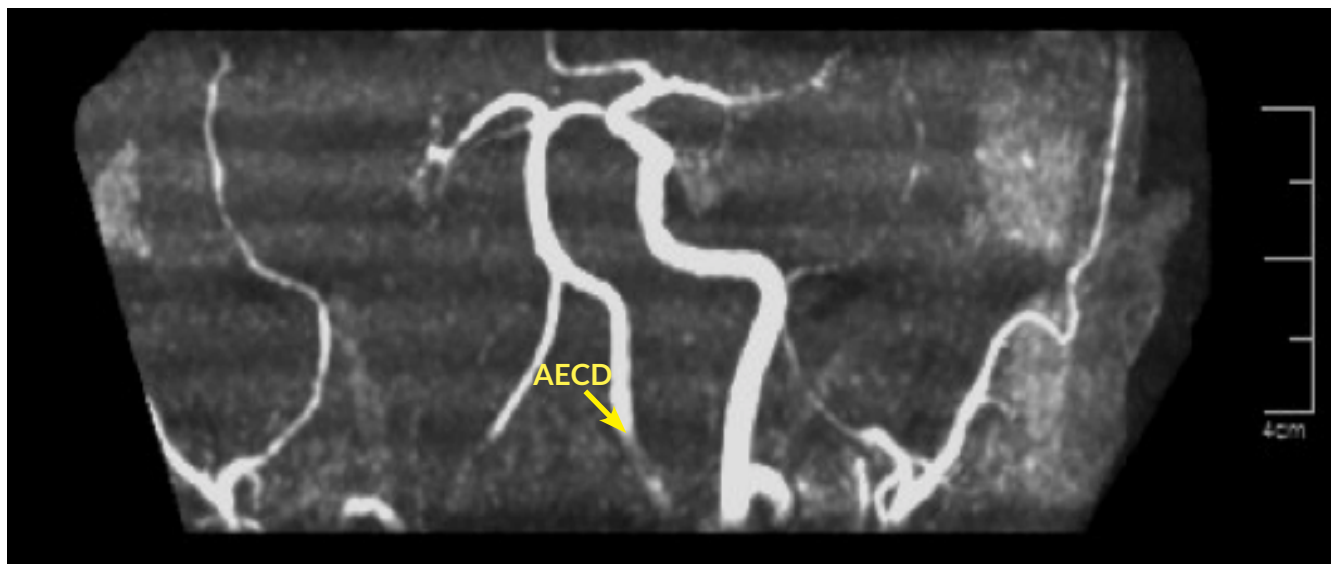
Angiorresonancia 3D. Se observa ausencia de señal de la arteria carótida interna derecha, identificando adecuadamente la arteria carótida externa (ACED) ipsilateral y llenado adecuado de la arteria carótida interna y externa contralateral.
